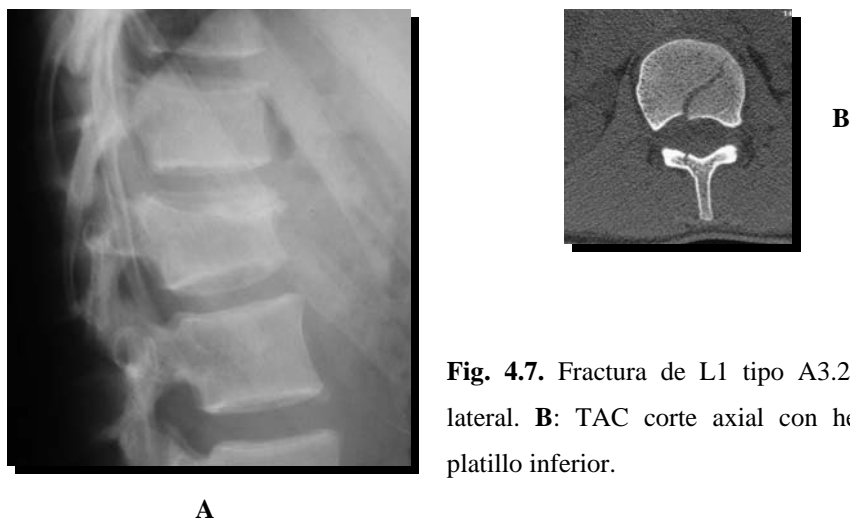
Fractura de L1 tipo A3.2.1.<sup>173</sup> A: radiografía lateral. B: TAC corte axial con hendidura sagital del platillo inferior.
